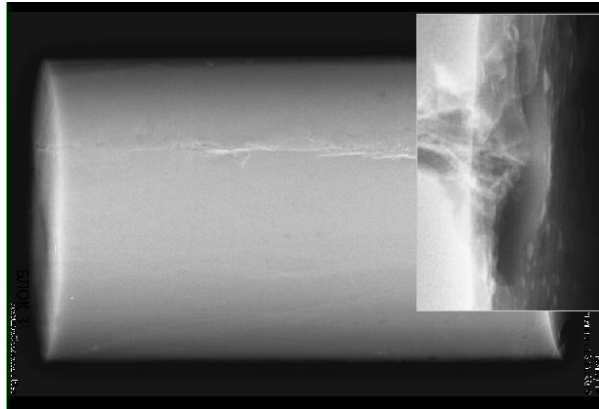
Вихідний отвір балістичного блоку після пострілу кулею калібру 7,62 мм, рентгенографія в боковій проєкції, попереднє контрастування ранового каналу, п'ятикратне збільшення.
